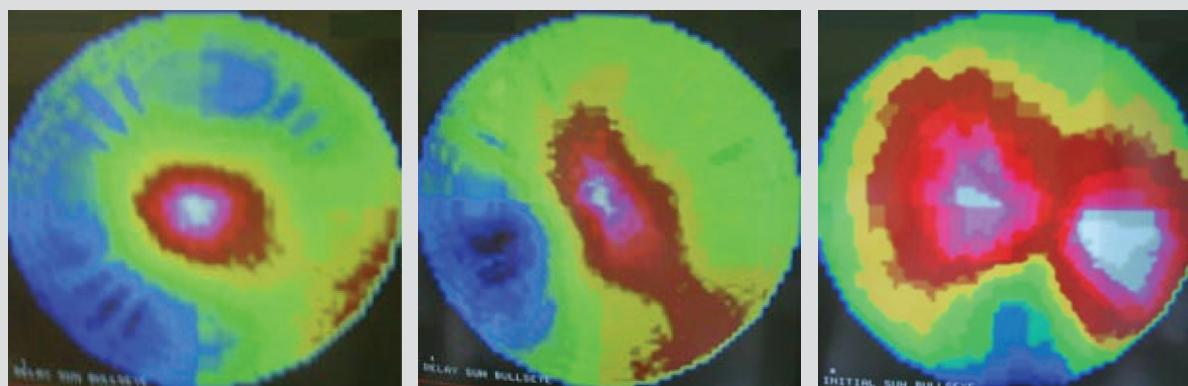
Пациент Е. Динамика однофотонной эмиссионной КТ миокарда (радиофармпрепарат Tc^{99m} MIBI)
